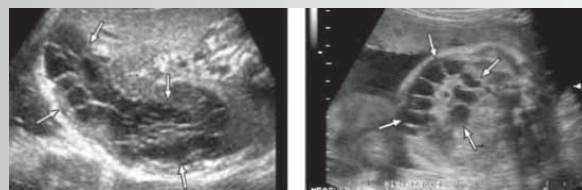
Ультразвуковая томография. В брюшной полости определяется опухольвидное образование кистозного строения с довольно четким неровным контуром
